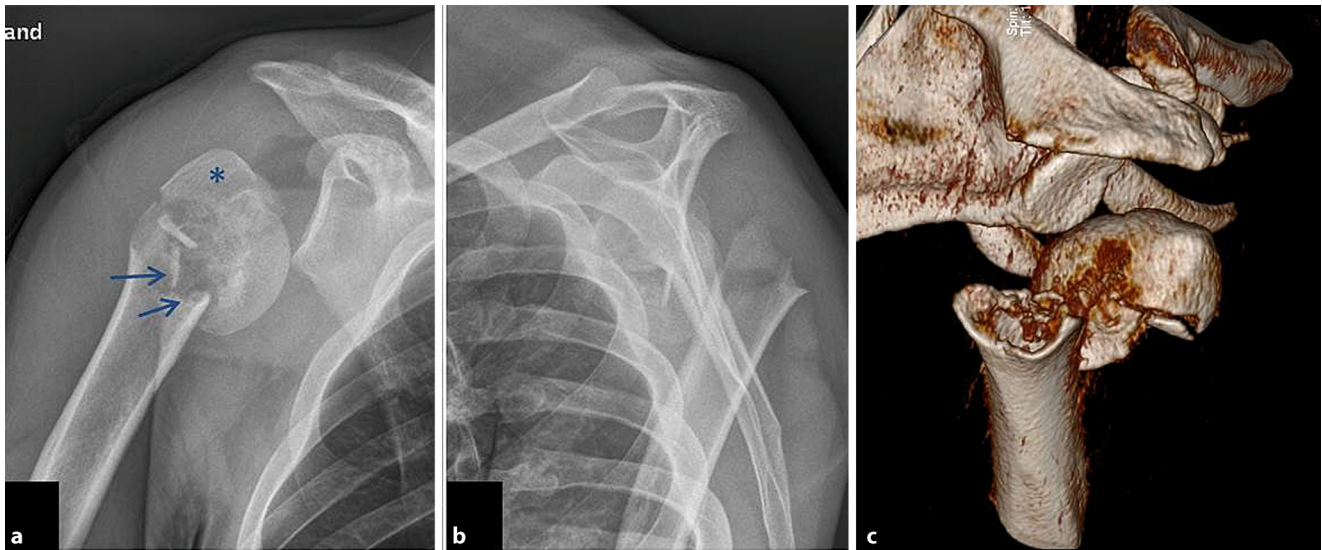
▲ 36-jähriger Patient, anteriore Humerkopfuxationsfraktur (Typ 5G nach [28]) mit Fraktur des Tuberculum majus (*) und metadiaphysärer Trümmerzone (Pfeile) rechte Schulter. a A.-p.-Röntgenaufnahme, b Y-View, c 3-D-CT-Rekonstruktion
